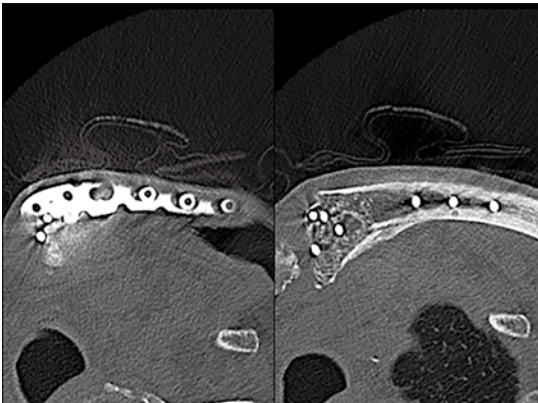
術後8ヶ月のCTでは近位端には4本のロッキングスクリューが挿入されている。骨癒合も良好である。
